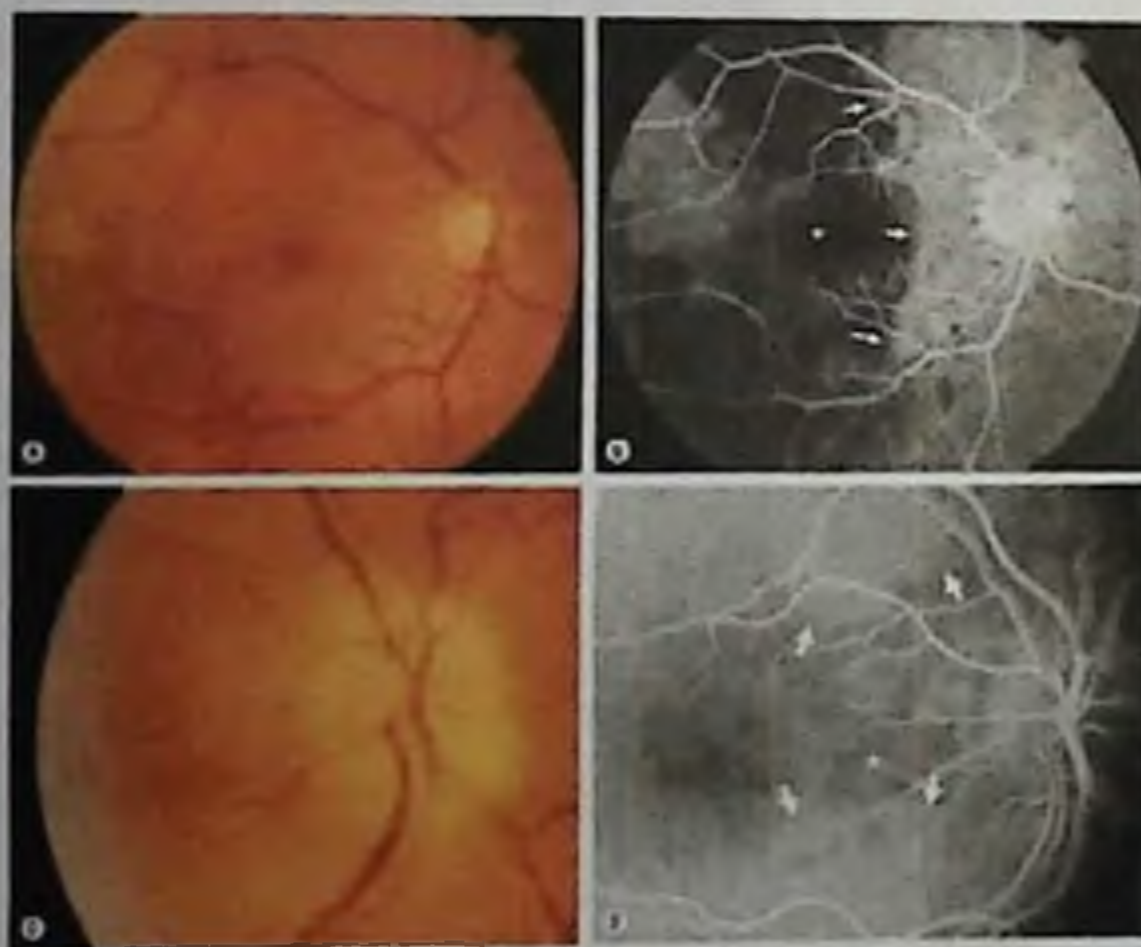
На данном рисунке представлены фотографии глазного дна и флуоресцен ангиограммы двух пациентов с височным артериитом и потерей зрения. А) Цветная фотография глазного дна пациента с множественными эпизодами транзиторной потери зрения, В) Видна область нормальной хориоидальной перфузии вокруг ДЗН, которая резко обрывается (указаны стрелками) и более темпоральна видна большая неоднородная область неперфузируемого участка между диском и макулой (указана звездочкой), С) Ишемический отек диска у пациента с темпоральным артериитом, D) Флуоресцен ангиограмма демонстрирует нормальную хориоидальную перфузию резко обрывающуюся из-за неперфузируемого участка хориоидеи между макулой и диском
